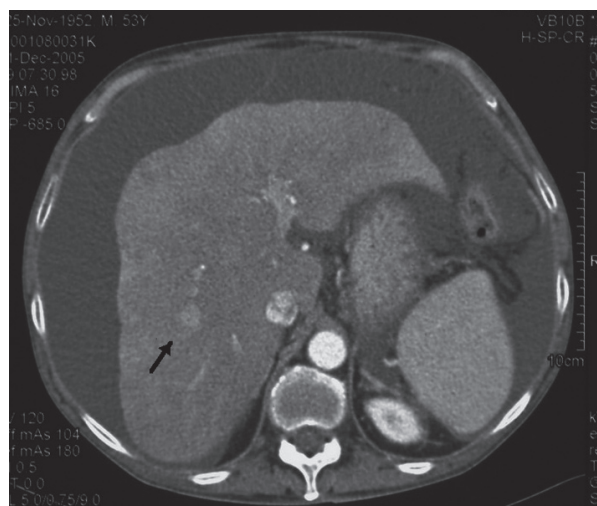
CT hépatique d'un patient souffrant d'une cirrhose HCV décompensée, avec ascite, et un petit hépatocarcinome (flèche). Il a été transplanté avec succès.
